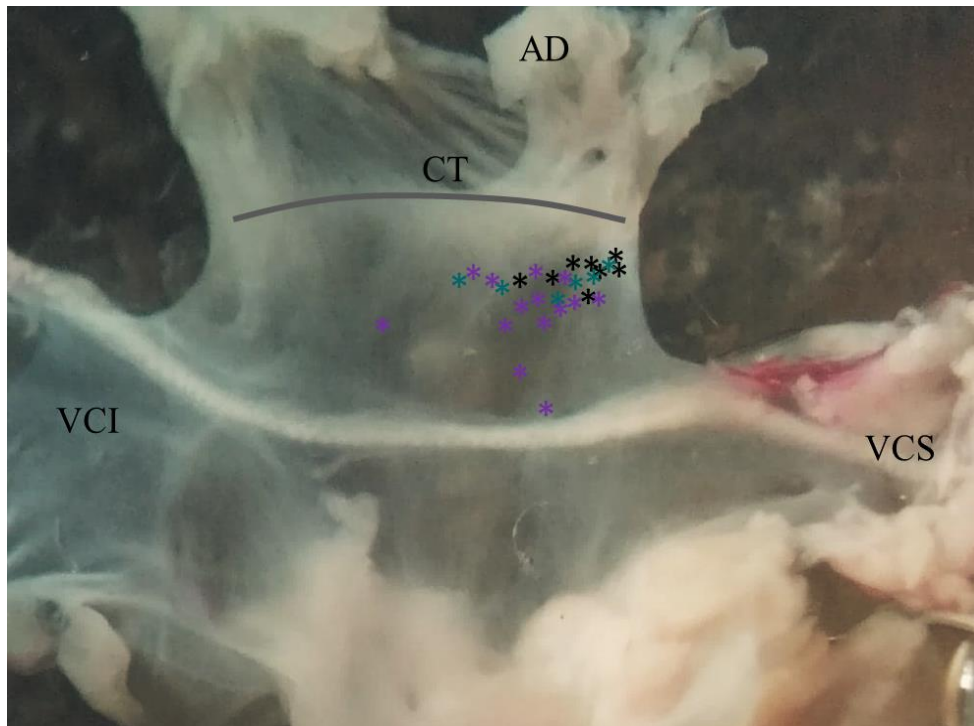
Ubicación espacial de los 3 tipos de potenciales de acción en condición control. En la fotografía se muestra la preparación de NSA de ratón en condiciones control expuesta con el lado de endocardio para el registro de potenciales de acción con la técnica de microelectrodos convencionales. Vena cava inferior (VCI), vena cava superior (VCS), crista terminalis (CT), aurícula derecha (AD).
